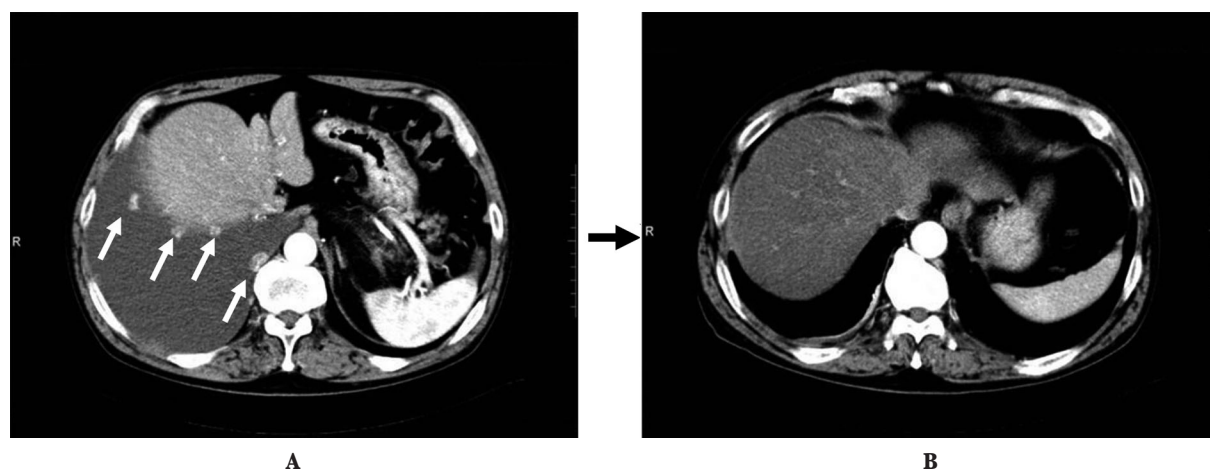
CT scan before (A) and 14 months after treatment (B). A: CT scan revealed metastases of pleura and right pleural effusion (↓) before IFN- α therapy. B: CT scan revealed disappearance of metastases of pleura and right pleural effusion 14 months after IFN- α therapy.
